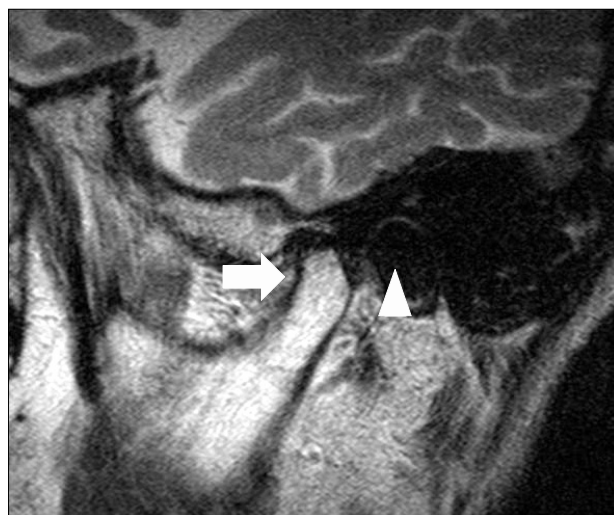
MRI shows the anterior displacement of the temporomandibular joint. Arrow represents condyle and arrow head represents mandibular fossa.
